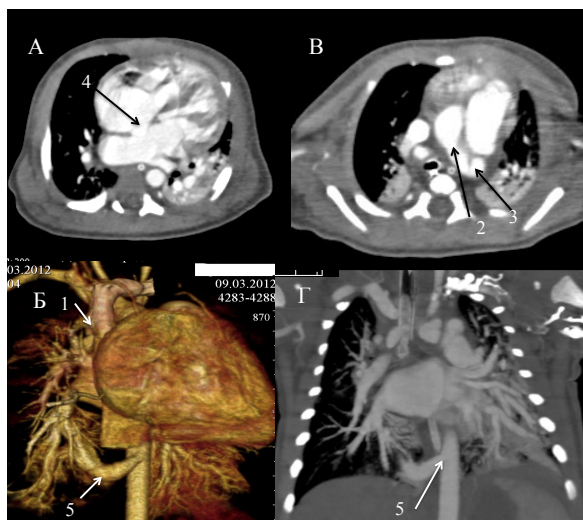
Б-ная Т. (и/б № 2980/2012) 5 сутки жизни. 38 нед. 3740г. Пренатальное УЗИ – без патологии. А, В – МСКТАг, средостенный режим, Б, Г – полипозиционные VRT и MPR реформации: правая легочная артерия отходит от аорты (1), дуга аорты сужена (2), широкий открытый артериальный проток (3), ДМПП (4). От передней стенки грудного отдела аорты отходит добавочный сосуд (5), делящийся на множество мелких сосудов, идущих в нижнюю долю правого легкого. Дренаж – в нижние легочные вены справа
